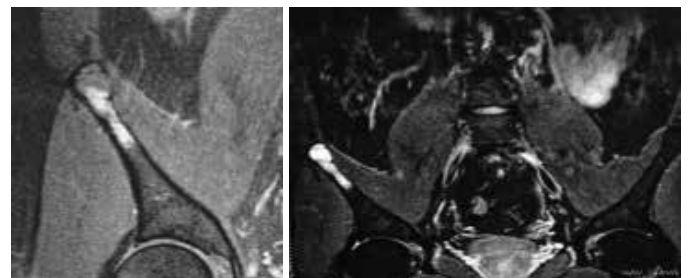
Cortes coronais de ressonância magnética do ilíaco esquerdo evidenciando lesão na asa do ilíaco, insuflativa, com hiperssinal em T2, pegando toda pelve (A) pegando somente a hemi-pelve comprometida (B).
